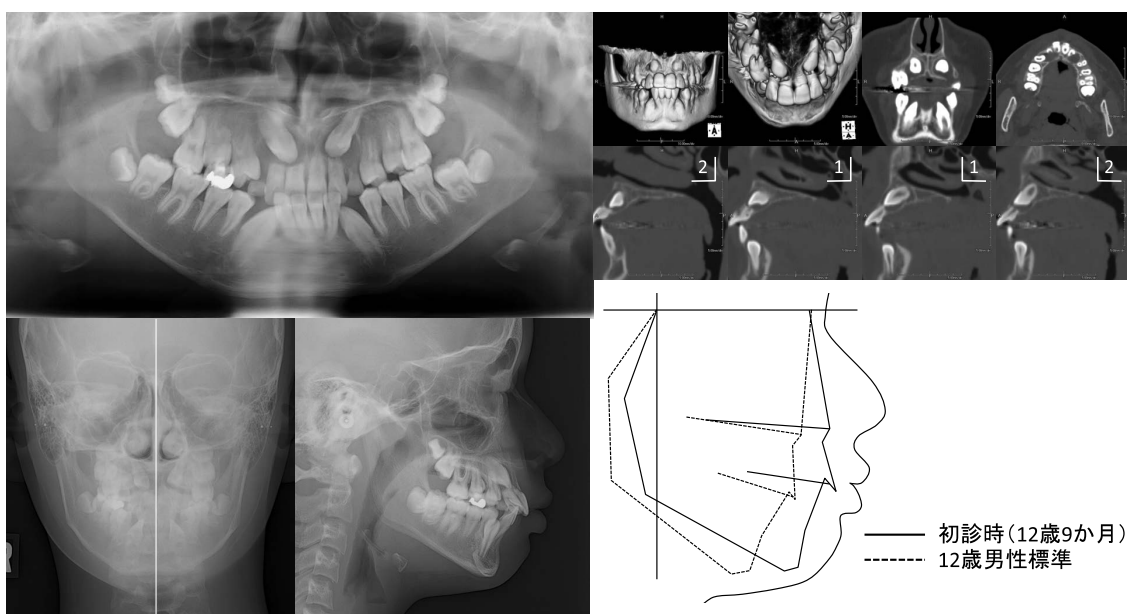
初診時のパノラマエックス線, CT画像, 正面および側面頭部エックス線規格写真, プロフィログラム
